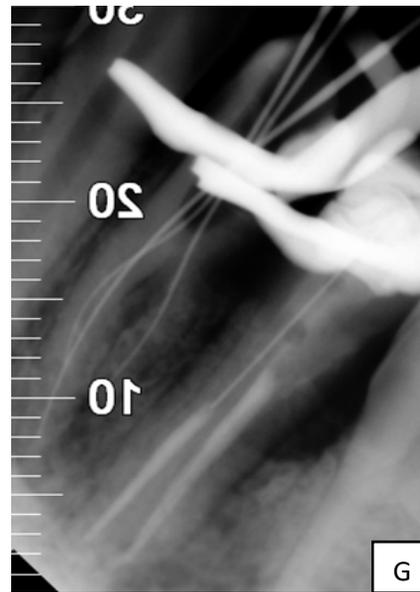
Radiografía conductometría
